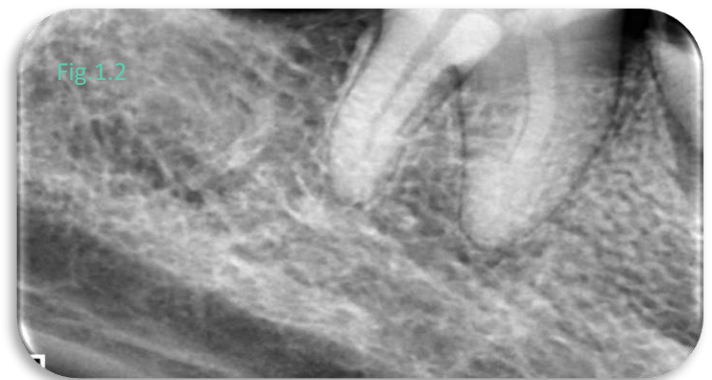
Y 1.2 Radiografías pre operatorias
